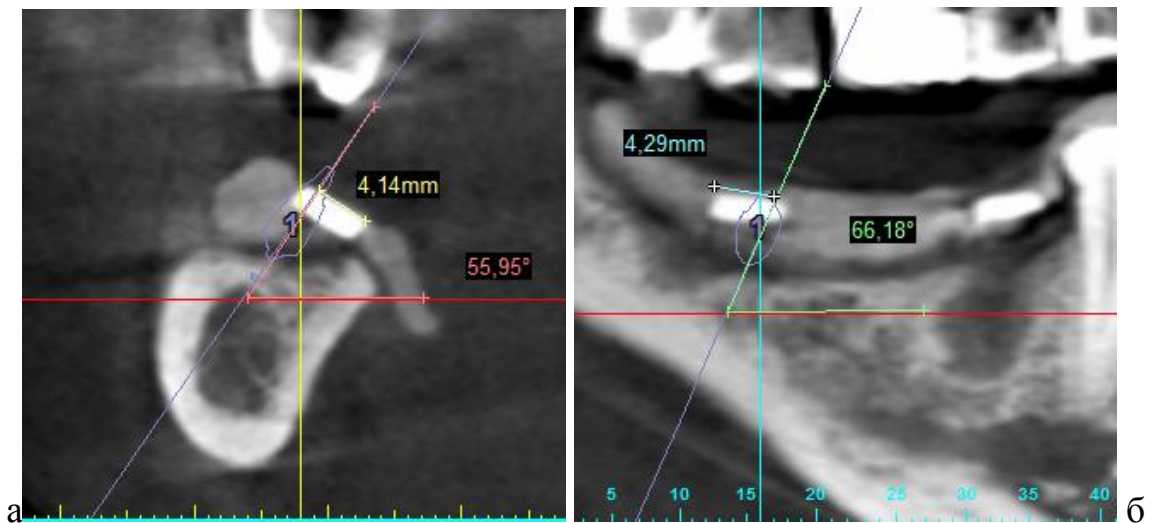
Зрізи КТ на етапі креслення маркерних елементів. Визначення місця свердління та кута нахилу імплантату у мезіодистальній (а) та вестибулооральній площинах (б).
